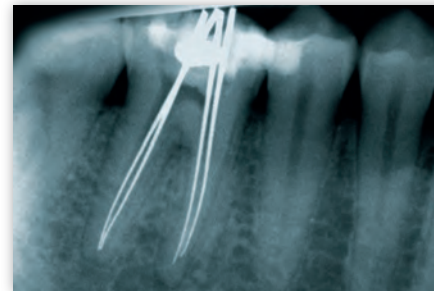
Röntgenmessaufnahme mit eingebrachten Silberstiften zeigt umschriebene periapikale Läsion im Bereich der mesialen Wurzel von 46
